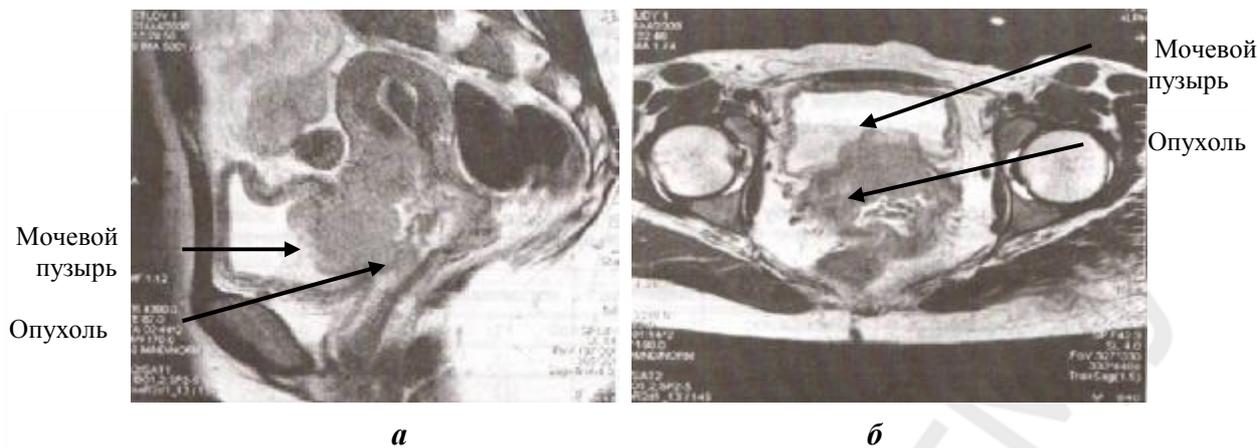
РШМ IVA стадии (pT4aN0M0), прорастание опухоли в мочевой пузырь: *а* — МРТ таза в боковой проекции; *б* — МРТ таза в передне-задней проекции
